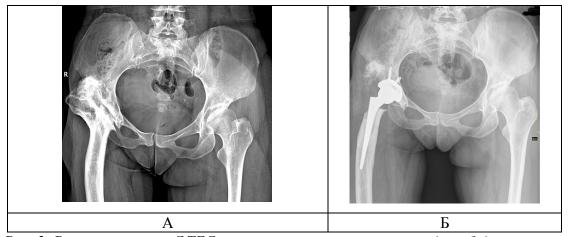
Рентгенограммы ЭТБС с обработкой бедренной кости методом управляемой остеотомии (A – до операции; B – после операции)
